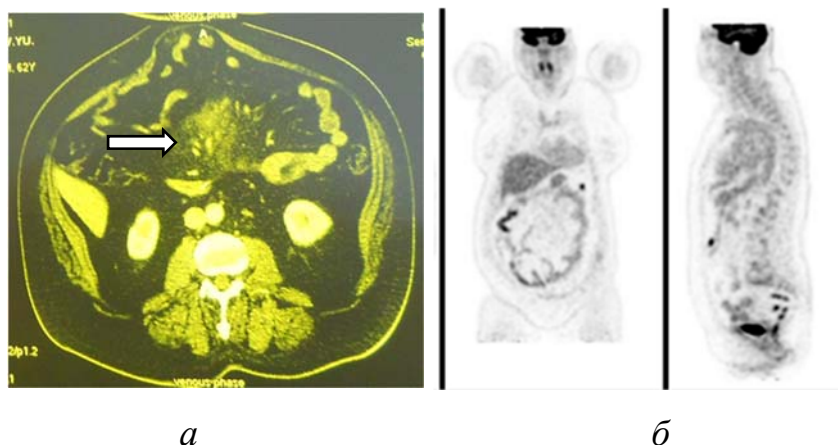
Инструментальные методы обследования: *а* — КТ органов брюшной полости с неравномерным уплотнением мезентериума (\Rightarrow), *б* — позитронно-эмиссионная томография туловища и головы
